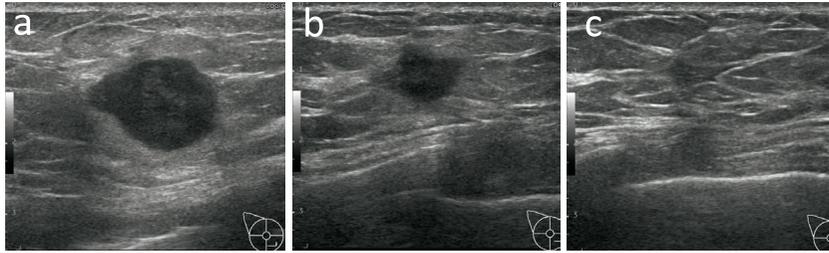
Breast ultrasonography : a : At diagnosis. b : After 1 course of paclitaxel, carboplatin, and pembrolizumab. c : After completion of paclitaxel, carboplatin, and pembrolizumab.
